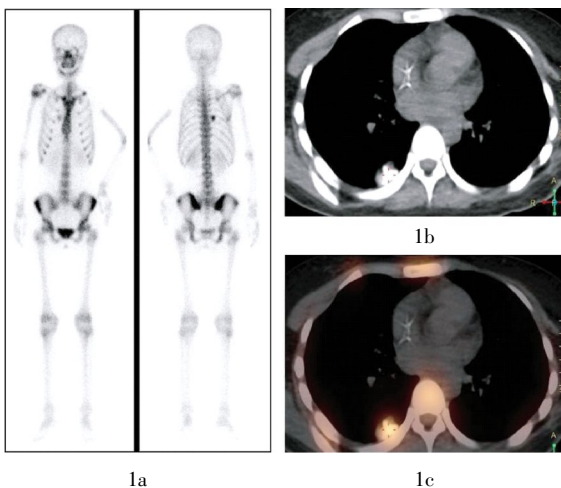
肺内转移灶摄取显像剂的骨肉瘤患者的骨显像及胸部 CT 图像 患者, 女性, 19 岁, 骨肉瘤术后 3 年。图中, 1a: 骨显像中右肺中野可见点片状放射性浓聚灶; 同机胸部 CT 见右肺下叶伴有明显钙化的软组织肿物影, 1b: 示病灶钙化情况, 1c: 融合图像示钙化病灶放射性摄取情况。
